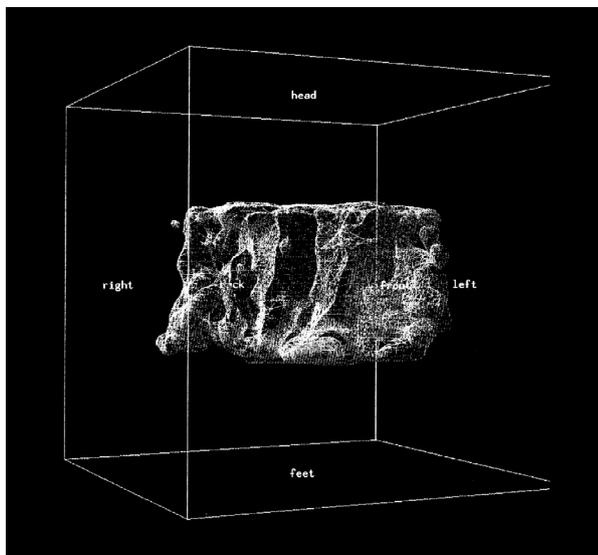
Immunoscintigrafia tridimensionale preoperatoria (ricidiva pelvica).
